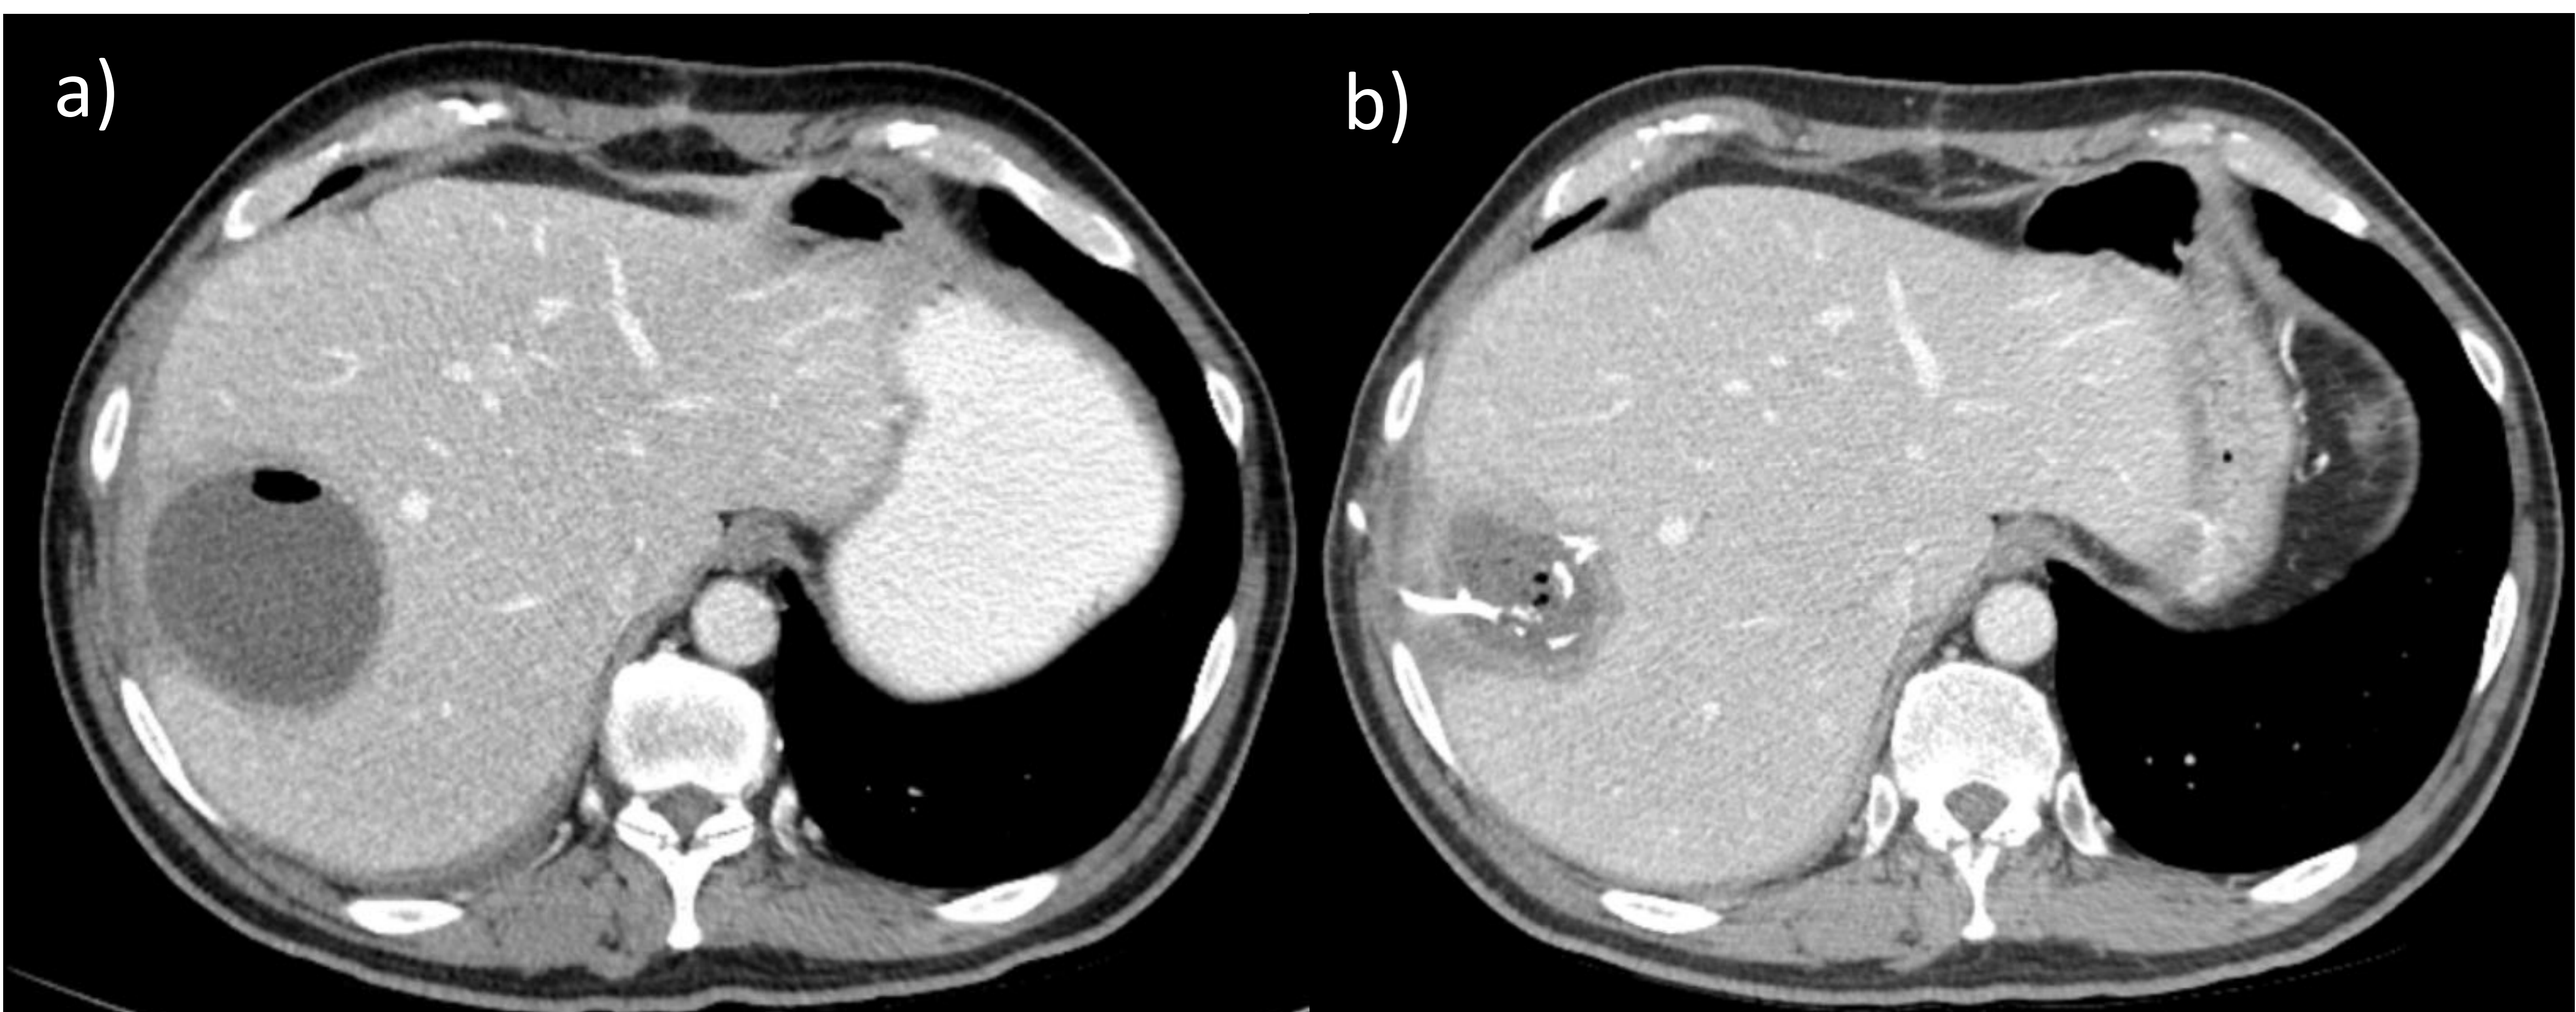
TC abdominopélvico con contraste IV en fase portal (cortes axiales) pre y postratamiento con drenaje percutáneo. Absceso hepático en segmento 8/7 (imagen a) que tras tratamiento con drenaje percutáneo presenta disminución de su tamaño (imagen b).
